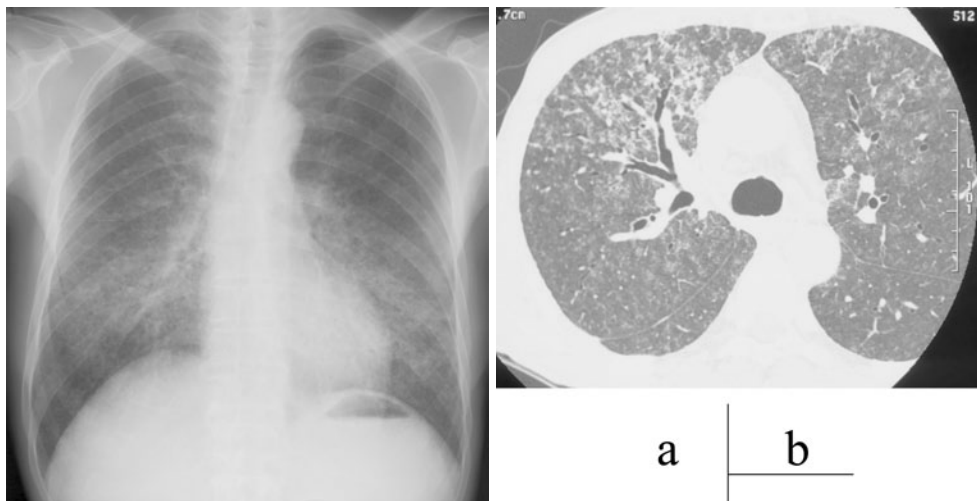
Radiological findings. (a) Chest X-ray showed consolidation and ground-glass opacities over the bilateral lung fields. (b) Chest computed tomography showed centrilobular ground-glass opacities, indicating hypersensitivity pneumonitis.
